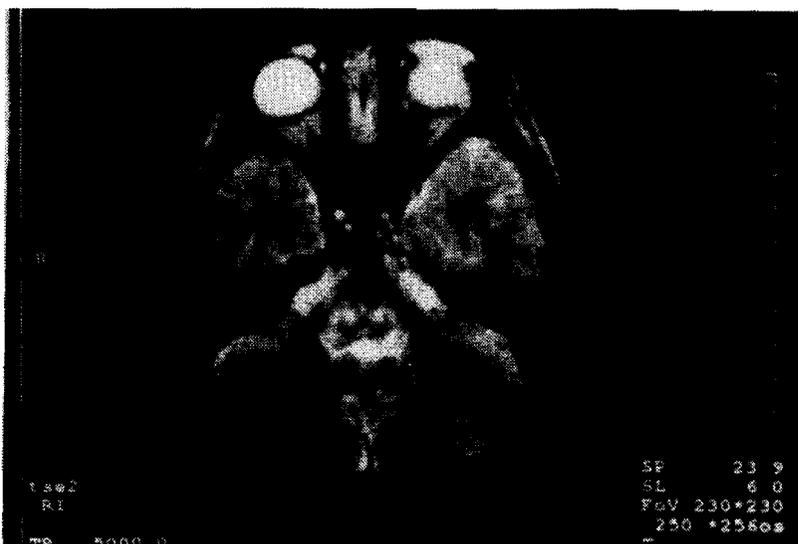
Corte axial de RM (T2): imagen hiperintensa en la porción posterior del tallo cerebral.
